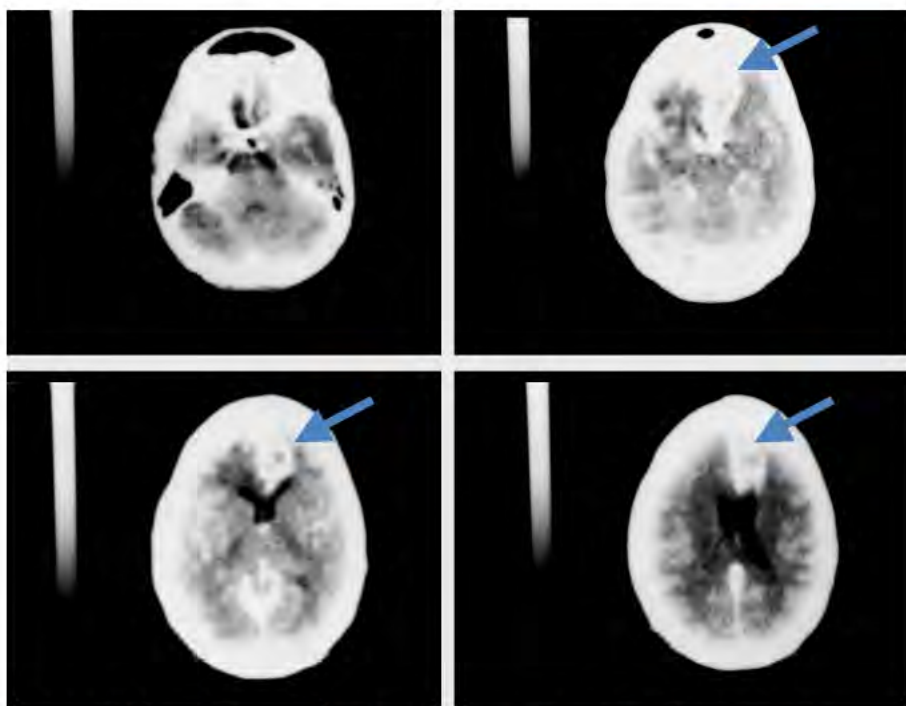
(Caso nº 1). Observa-se na TC, área de hipodensidade frontal esquerda, com reforço peri-lesional, considerada “perfusão de luxo” peri-isquêmica (seta azul).
